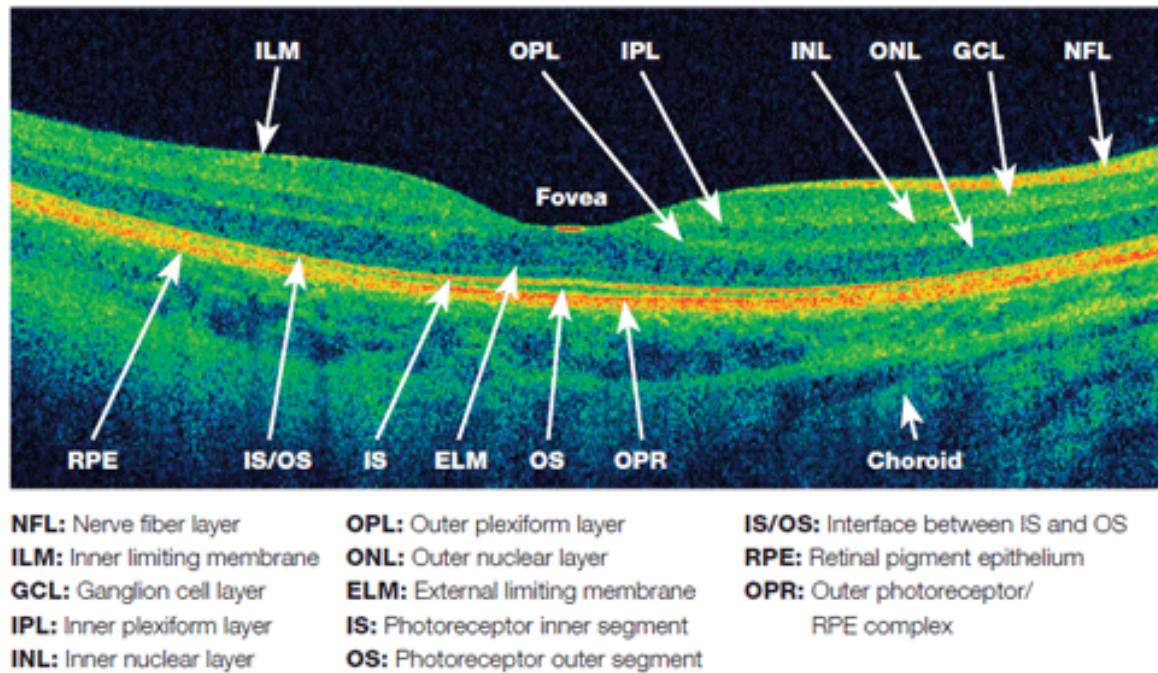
Sección de la retina tomada mediante una tomografía de coherencia óptica.
